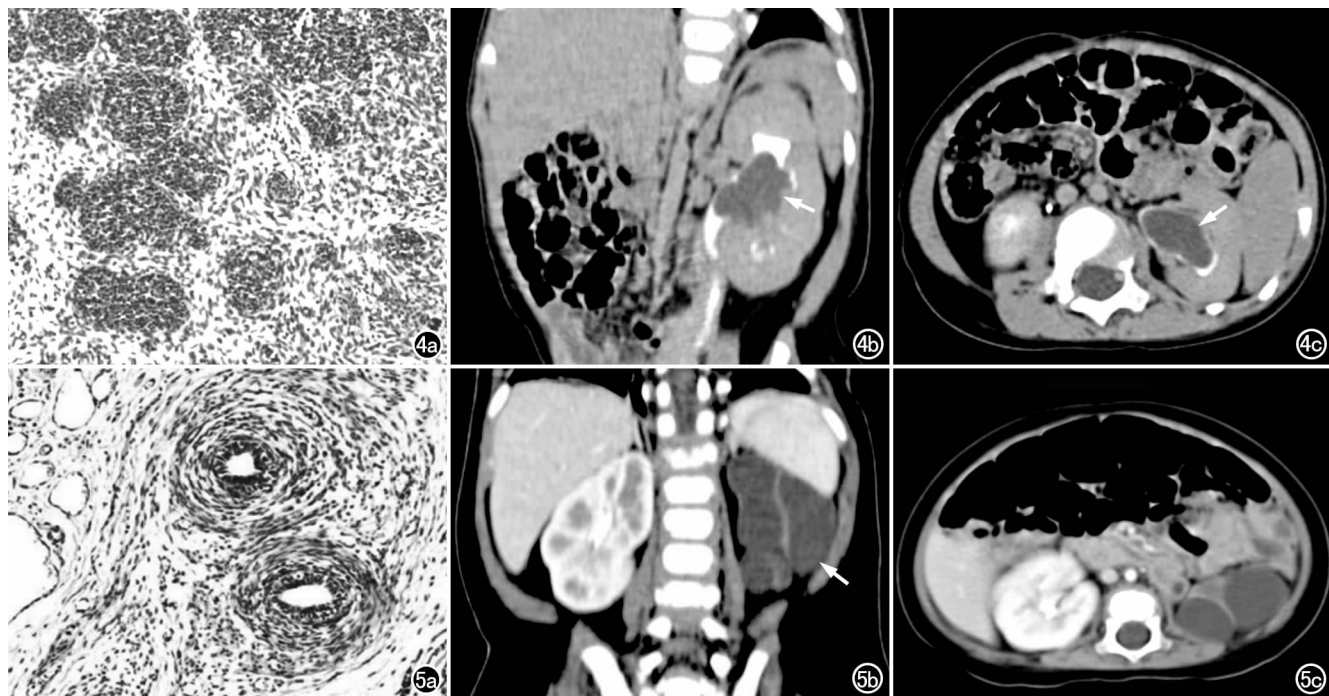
左肾混合型肾盂内肾母细胞瘤。a) 镜下示原始肾小管、弥漫或成团块状排列的胚芽组织和成熟的纤维组织、肌组织,各种成分比例接近($\times 400$, HE); b) CT 增强延迟扫描矢状面重组图像示左侧肾盂内实性肿块影(箭),密度均匀,边界清晰,周围可见对比剂充盈缺损的肾盂; c) 横轴面图像示左肾盂内肿块(箭),周围可见对比剂围绕。
